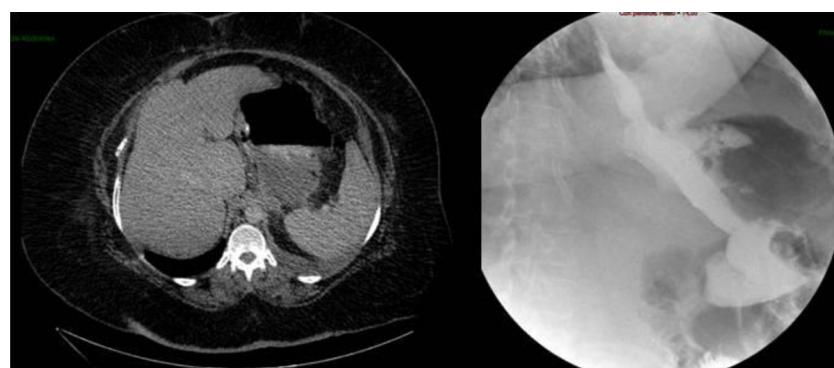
TAC abdominal (izquierda) donde se evidencia absceso intraabdominal secundario a fistula gástrica. Tránsito gastroduodenal (derecha) con fuga de contraste en tercio superior de la GVL.
